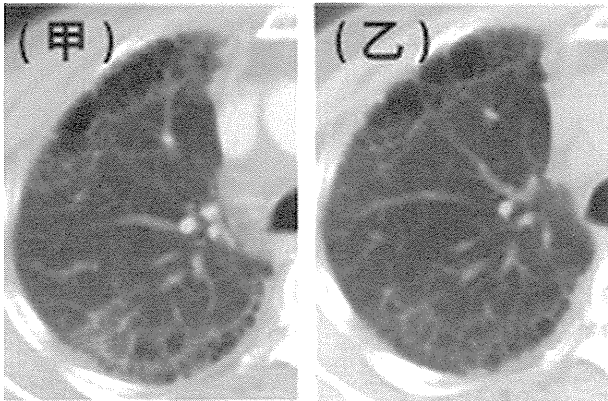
rituximab治療直前(甲)と治療半年後(乙)の胸部CT画像。
